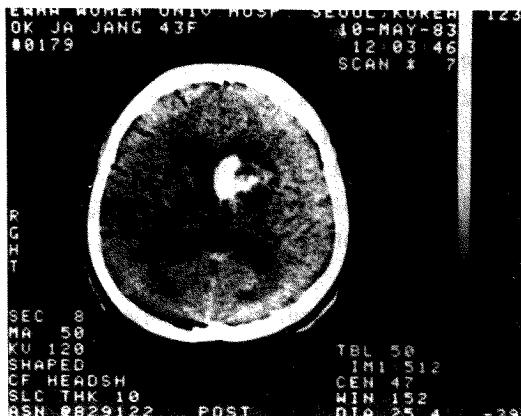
Brain CT; intracerebral hemorrhage of the left hypothalamic area.
